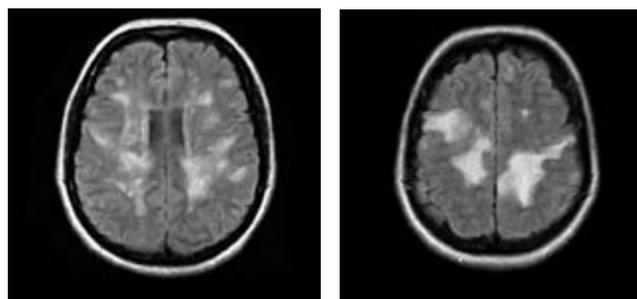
МРТ головного мозга пациентки Р. (19.10.2006)
